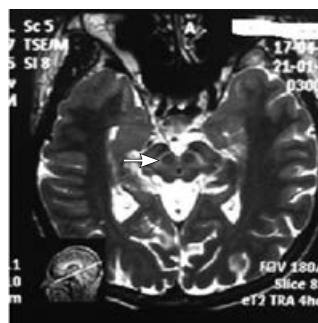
МРТ головного мозга больного Ч. (T2-взвешенное изображение). «Лицо панды» (стрелка)
